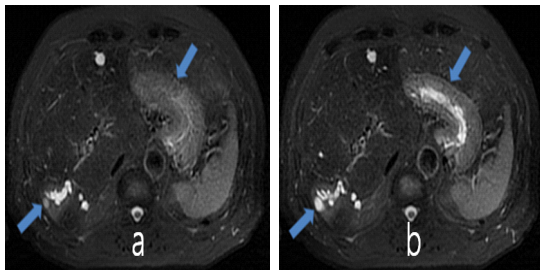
Abdoment MRI image qualities (a) when a metronome is not used. gastric portion. (b) when a metronome is used. gastric portion.
